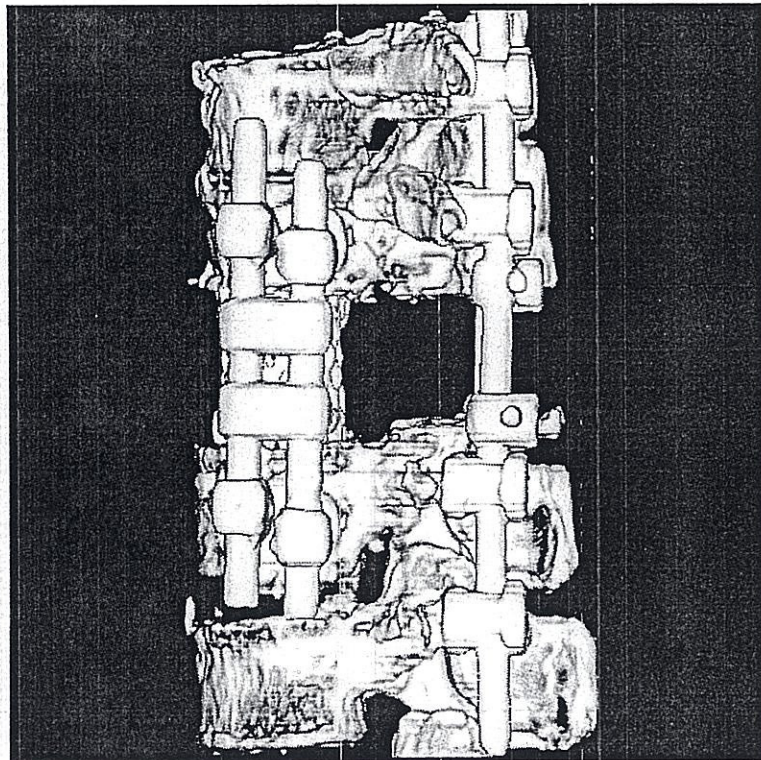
モデル MPA の 3 次元 CT 画像 (左側面)
